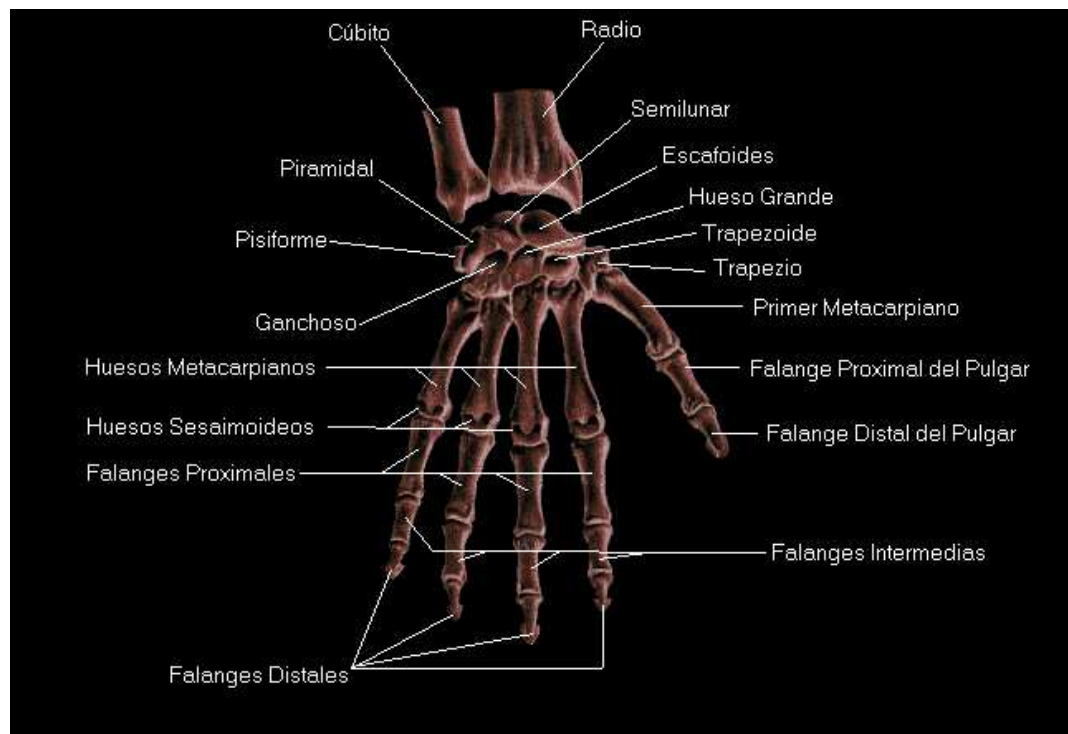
Radiografía Mano [4].
